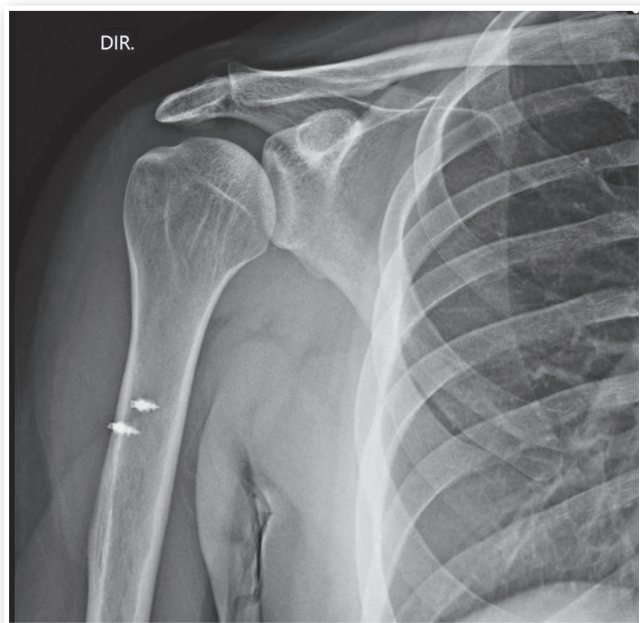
Aspecto final na radiografia do posicionamento das âncoras metálicas de 5 mm.
